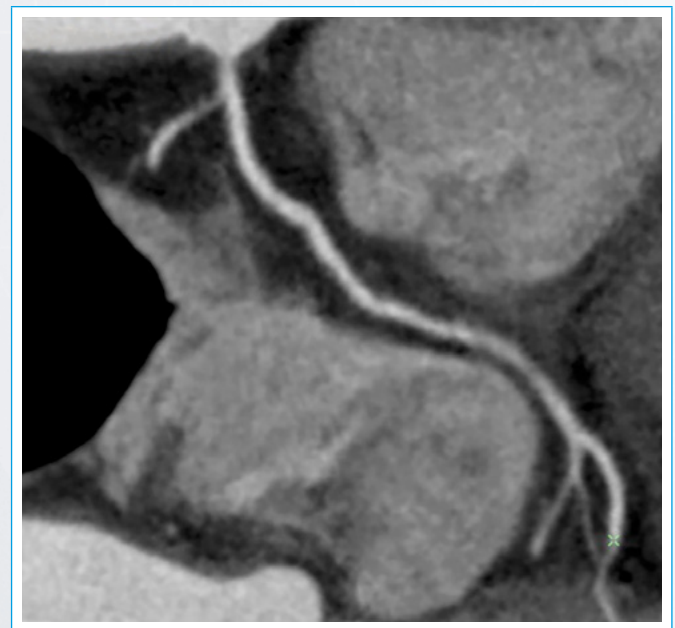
Angio-TC cardíaca, reconstrucción multiplanar curva que demuestra engrosamiento mural de la raíz aórtica con compromiso de ostium de la coronaria derecha, pero sin generar estenosis significativa
